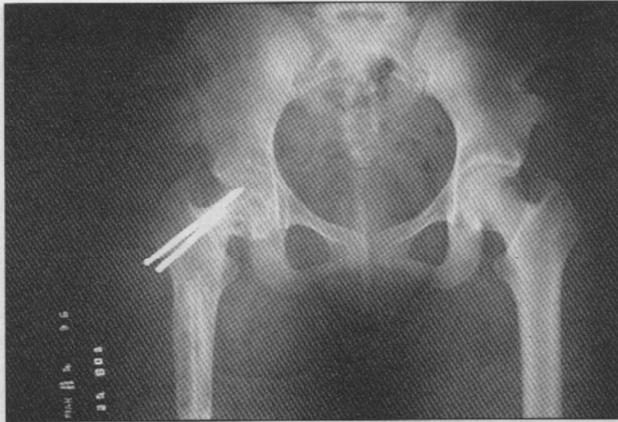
Radiografía control 8 meses posquirúrgico que muestra integración de injertos.
